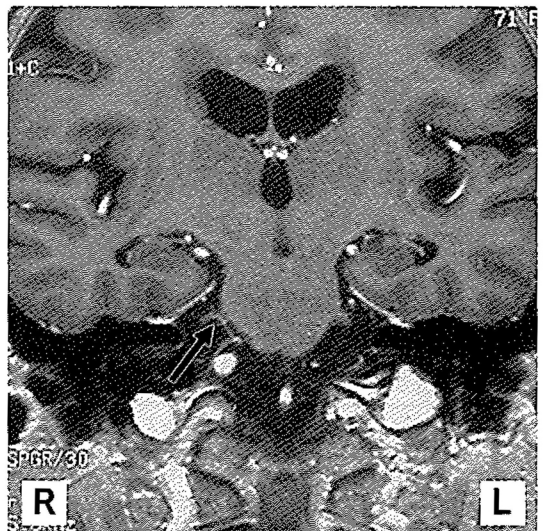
SPGR法MRI冠状断像. 矢印が圧迫血管.
